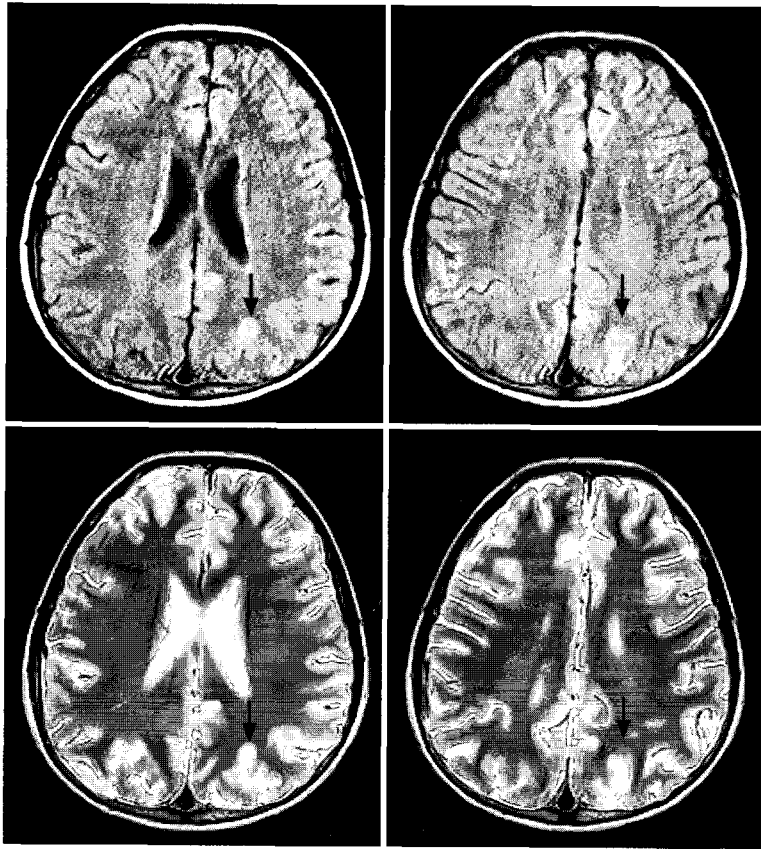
Brain MRI shows focal subtle signal change in the left posterior parietal lobe.
